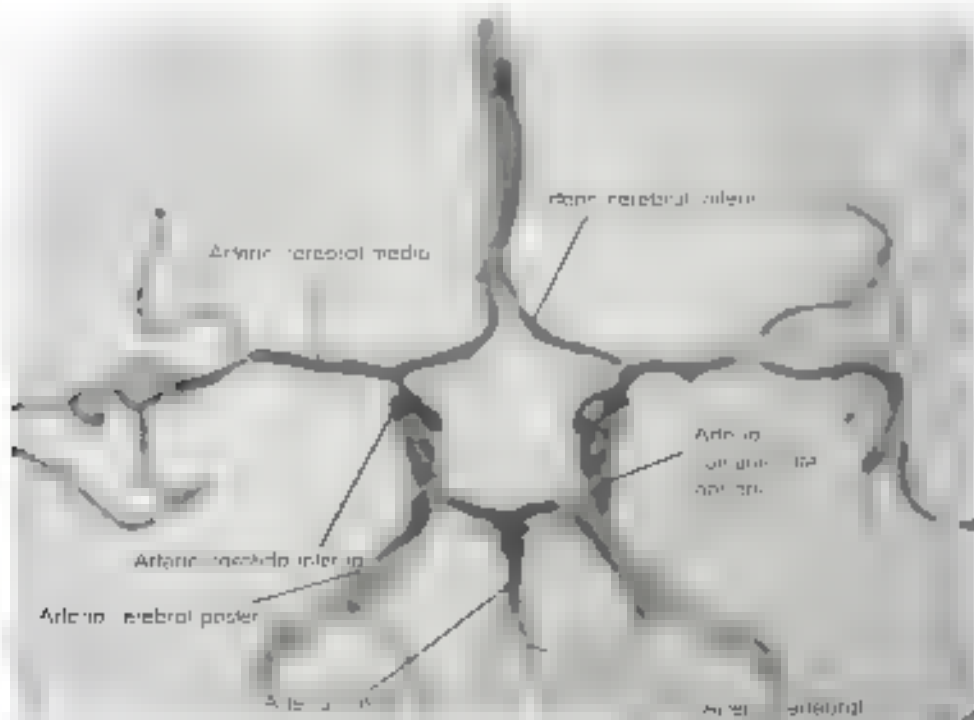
Angiogramma por ressonância magnética do círculo arterial do cérebro anterior de Willis. (Cortezia do Dr. Carlos Belizario Campos)
